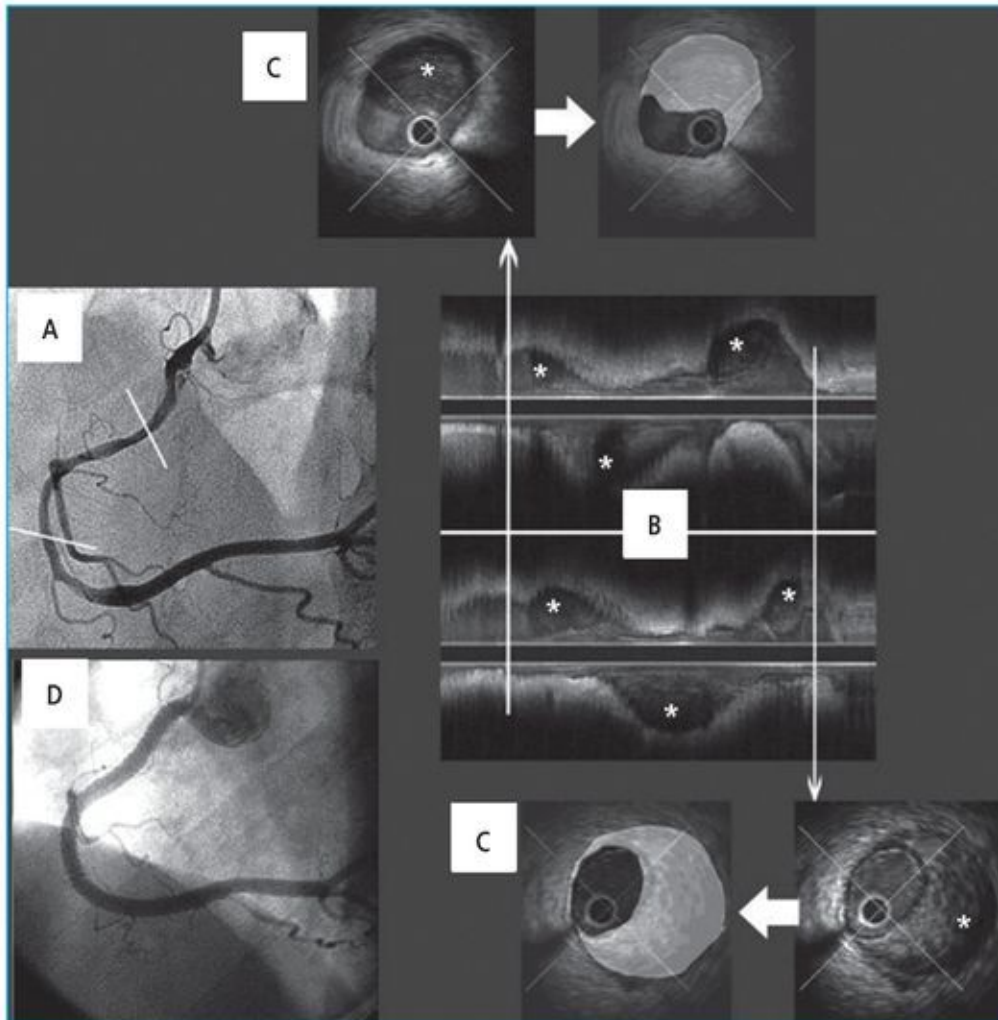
A: Cineangiograma em projeção oblíqua anterior esquerda. Observar aspecto angiográfico de dissecção espontânea da coronária direita. B: Eixo transversal de ultra-sonograma de coronária, observar a extensão da dissecção de coronária e do hematoma de parede(*). C: Dois cortes longitudinais de ultra-sonograma, observar o hematoma de parede (*) e compressão extrínseca da luz. D: Resultado final pós-angioplastia com emprego de três stents.
